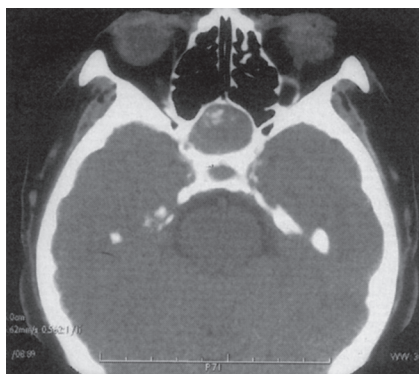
CT scan of case1. (axial view)
